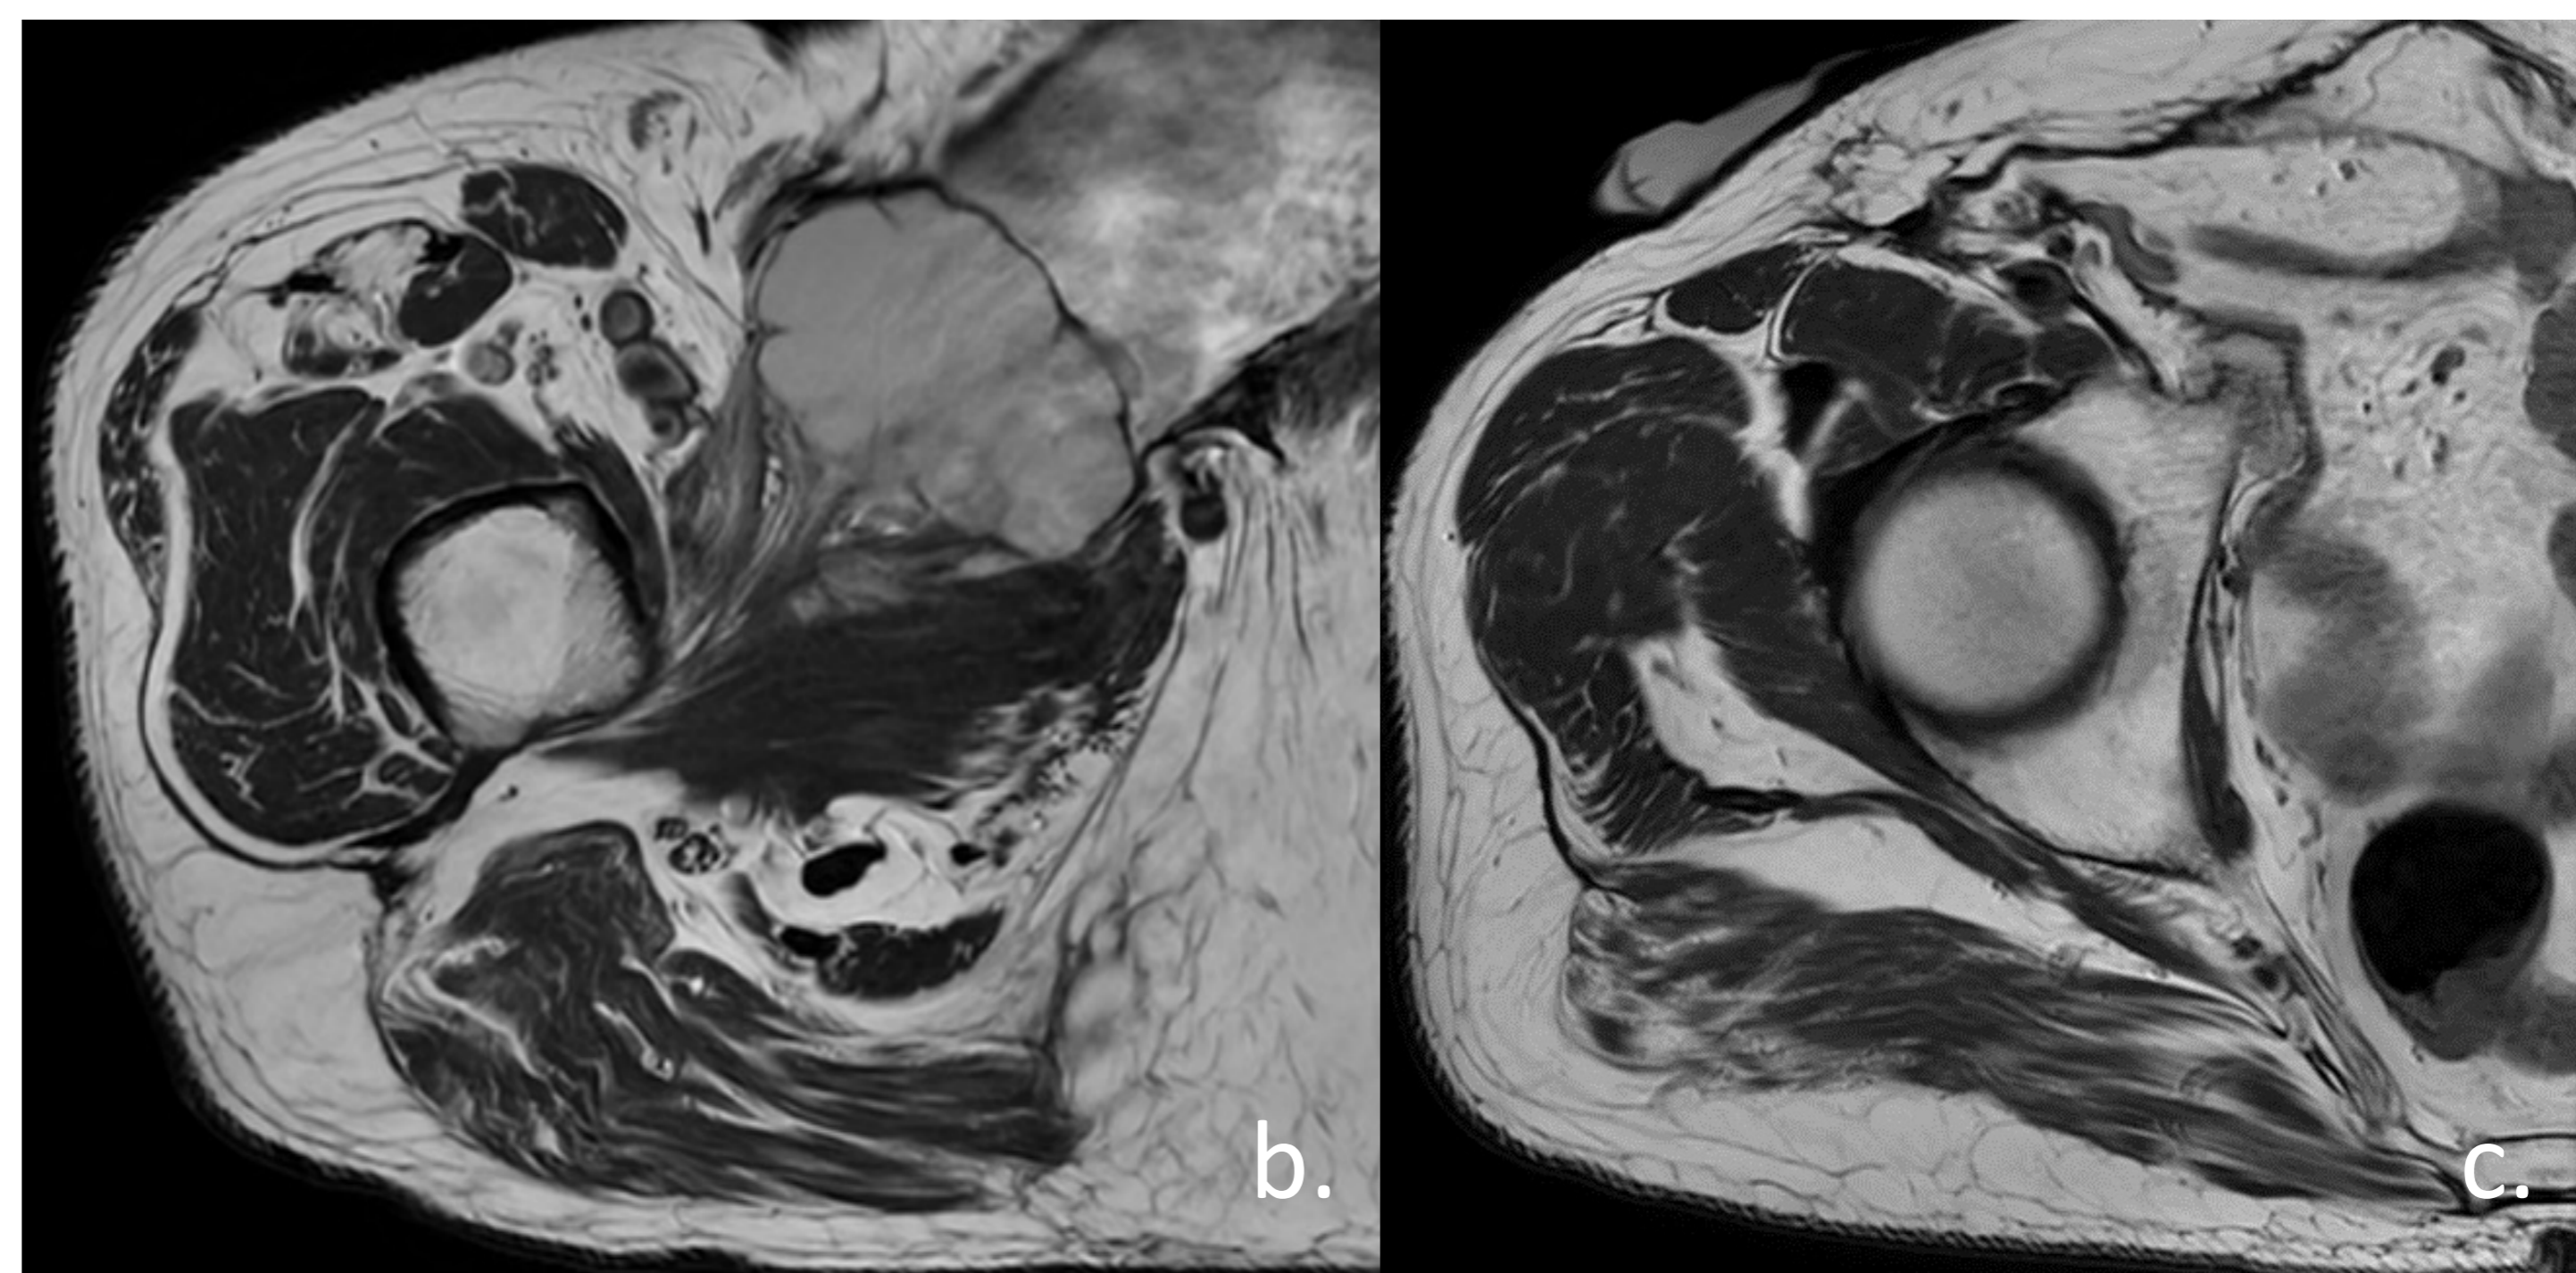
a) A los 5 años de seguimiento se aprecia tumoración en raíz del muslo derecho visualizada en TC de control. b-c) Se completa estudio con RM donde se aprecia tumoración de partes blandas situada adyacente y anterior a la musculatura aductora y el obturador externo (b), también se observa otra lesión similar situada en el origen de la rama iliopúbica derecha, adyacente a la zona de resección quirúrgica (c). Se decide intervención quirúrgica con exéresis marginal de la tumoración en muslo y exéresis del nódulo de menor tamaño. El diagnóstico histopatológico confirmó la recidiva de condrosarcoma.
